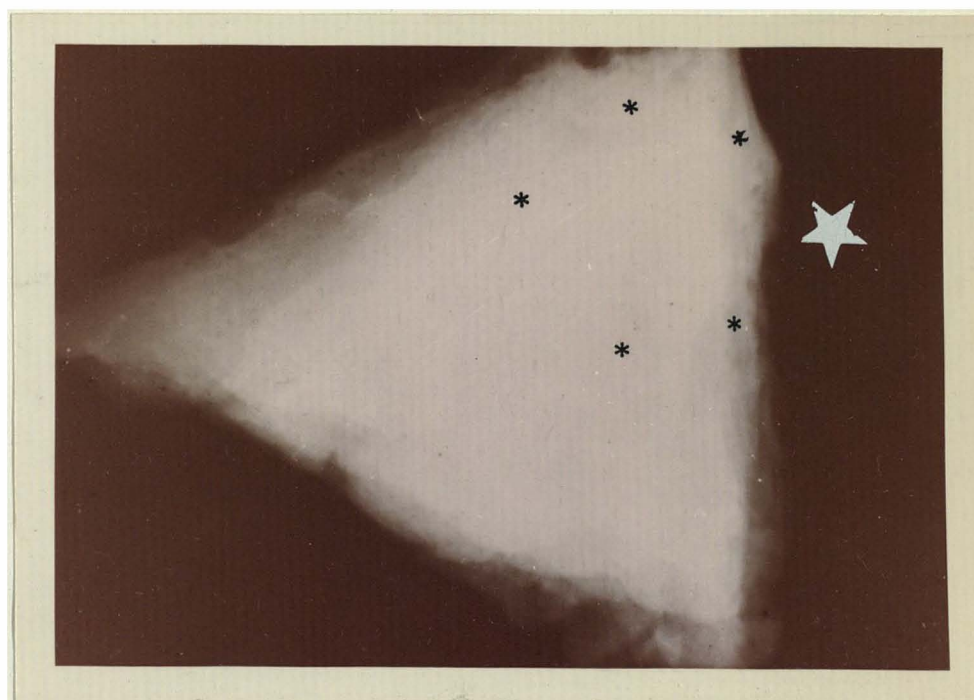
2 - La radiografía de la muestra tisular evidencia que contiene la lesión.
